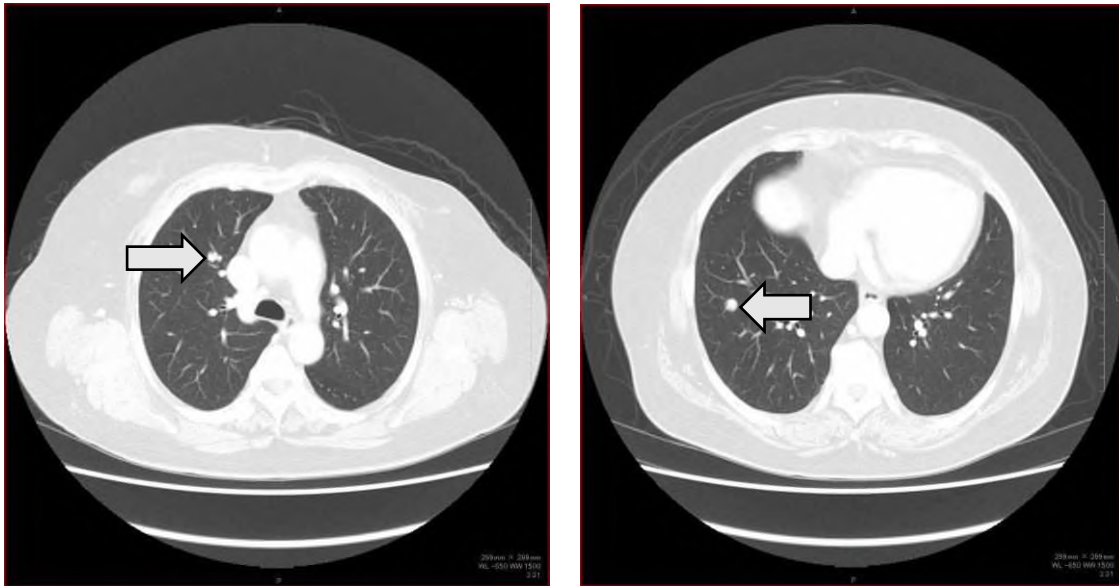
Computed tomography of the chest showed tumors
